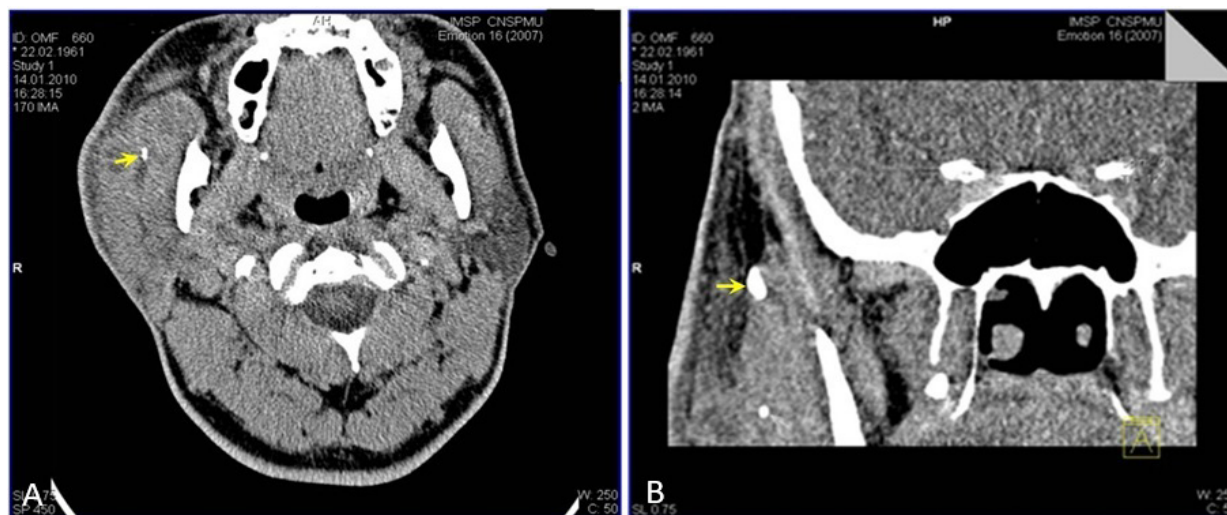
A. Tomografie computerizată în sialolitiază glandei parotide drepte.
